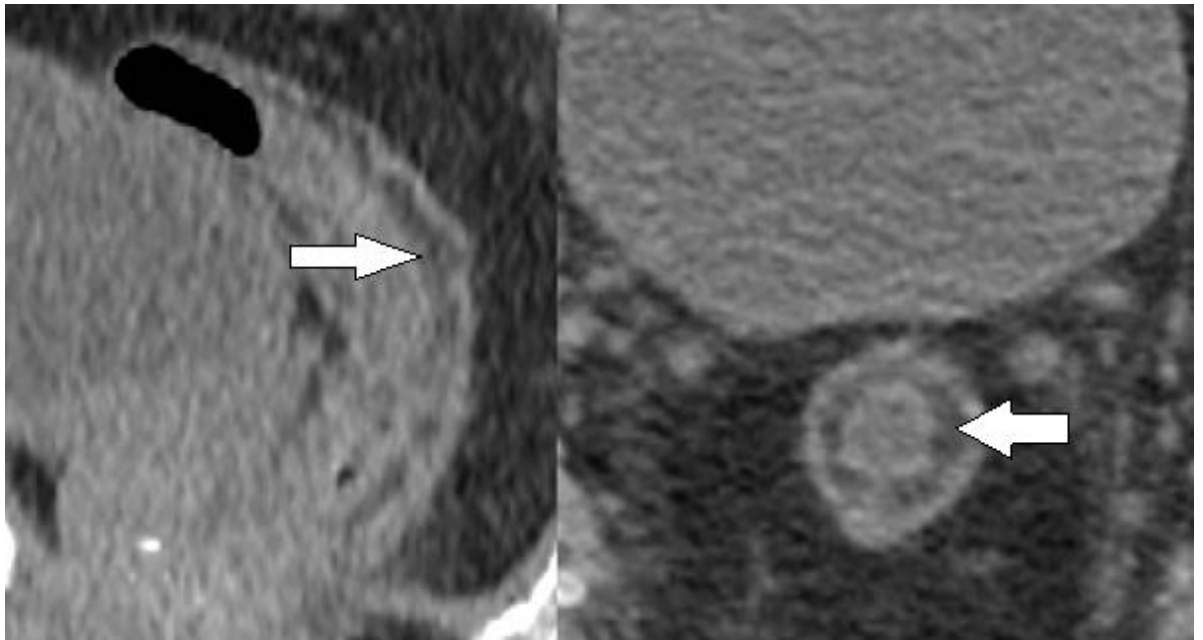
Tomografia computadorizada evidencia o sinal do halo gorduroso, presente na doença de Crohn, que é a deposição de gordura na submucosa intestinal devido à inflamação crônica.
